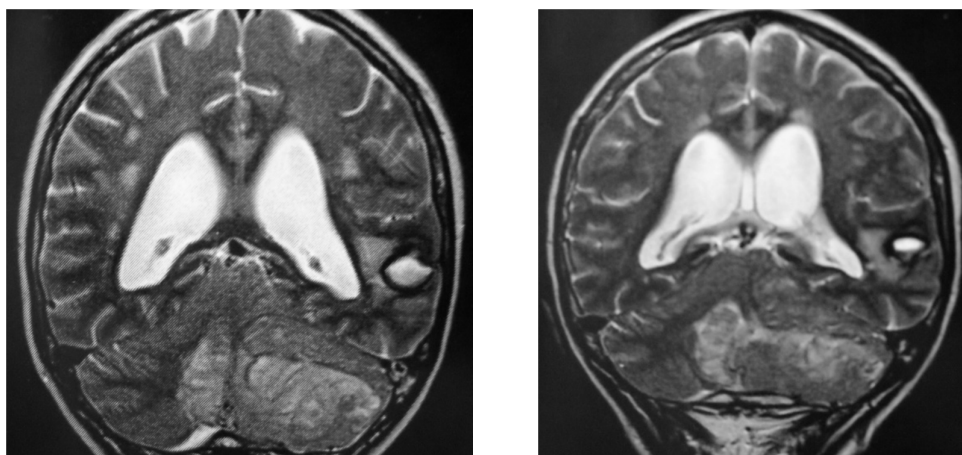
Imagens de RM de crânio mostrando o hamartoma cerebelar provocando distorção das estruturas cerebelares
